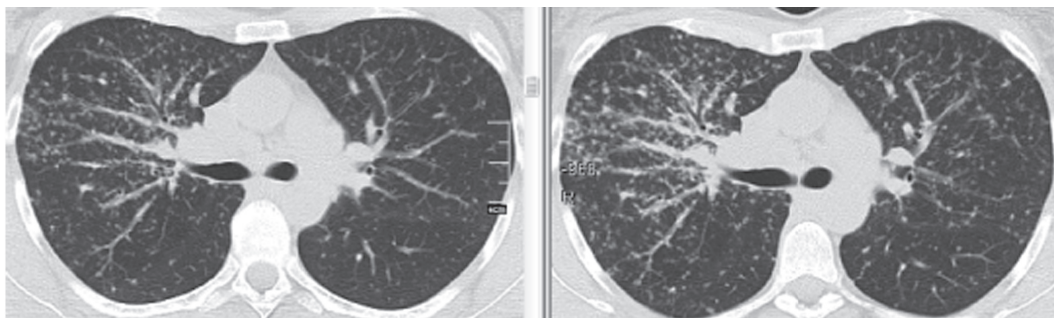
МСКТ больной О. (слева — исходные данные, справа — через 3 мес наблюдения). Прогрессирование саркоидоза: увеличение узелковой диссеминации в обоих легких.
